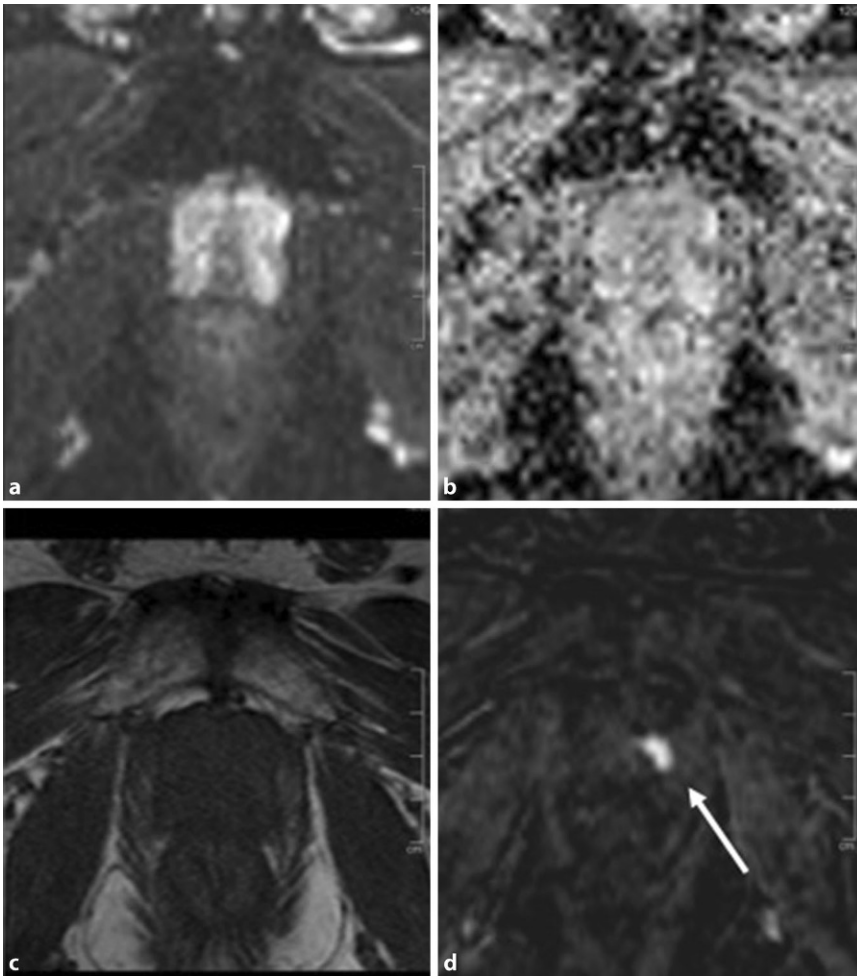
▲ 64-jähriger Patient mit bereits negativer Ultraschallbiopsie und erhöhtem PSA-Wert (prostataspezifisches Antigen) von 9,6 ng/ml. Weder in der axialen DWI (a) bzw. ADC-Map („apparent diffusion coefficient“; b) noch in den T2-gewichteten Bildern (c) lässt sich eine eindeutig suspekta Läsion abgrenzen. In der DCE zeigt sich links apikal, ein eindeutig Kontrastmittel aufnehmendes, suspektes Areal (d, Pfeil). Die anschließend durchgeführte, MR-gezielte Biopsie des Areals bestätigte ein Prostatakarzinom Gleason 7 (3 + 4)
